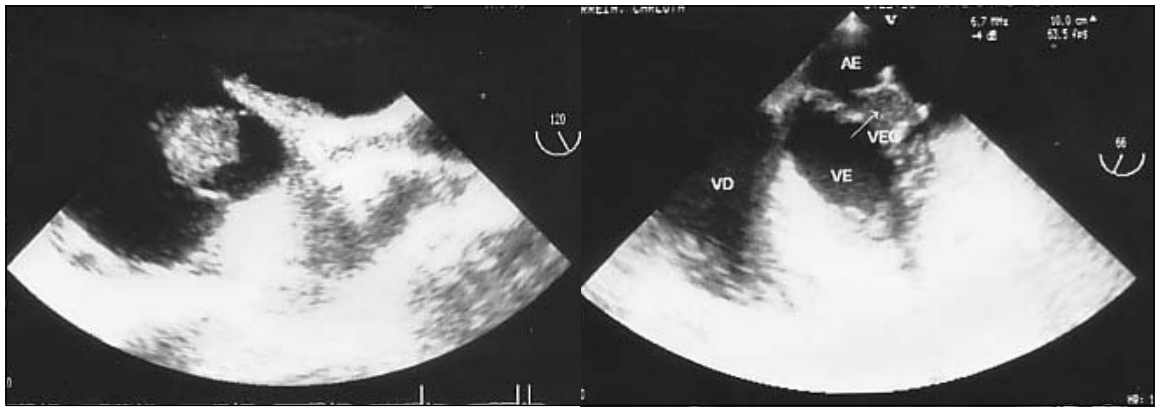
Ecocardiograma transesofágico mostrando em incidência oblíqua a 120°, um grande plano da grande vegetação na válvula tricúspide (A) e em incidência oblíqua a 66° um grande plano da vegetação da válvula mitral (B). (AE: aurícula esquerda; VE: ventrículo esquerdo; VEG: vegetações; VD: ventrículo direito).
